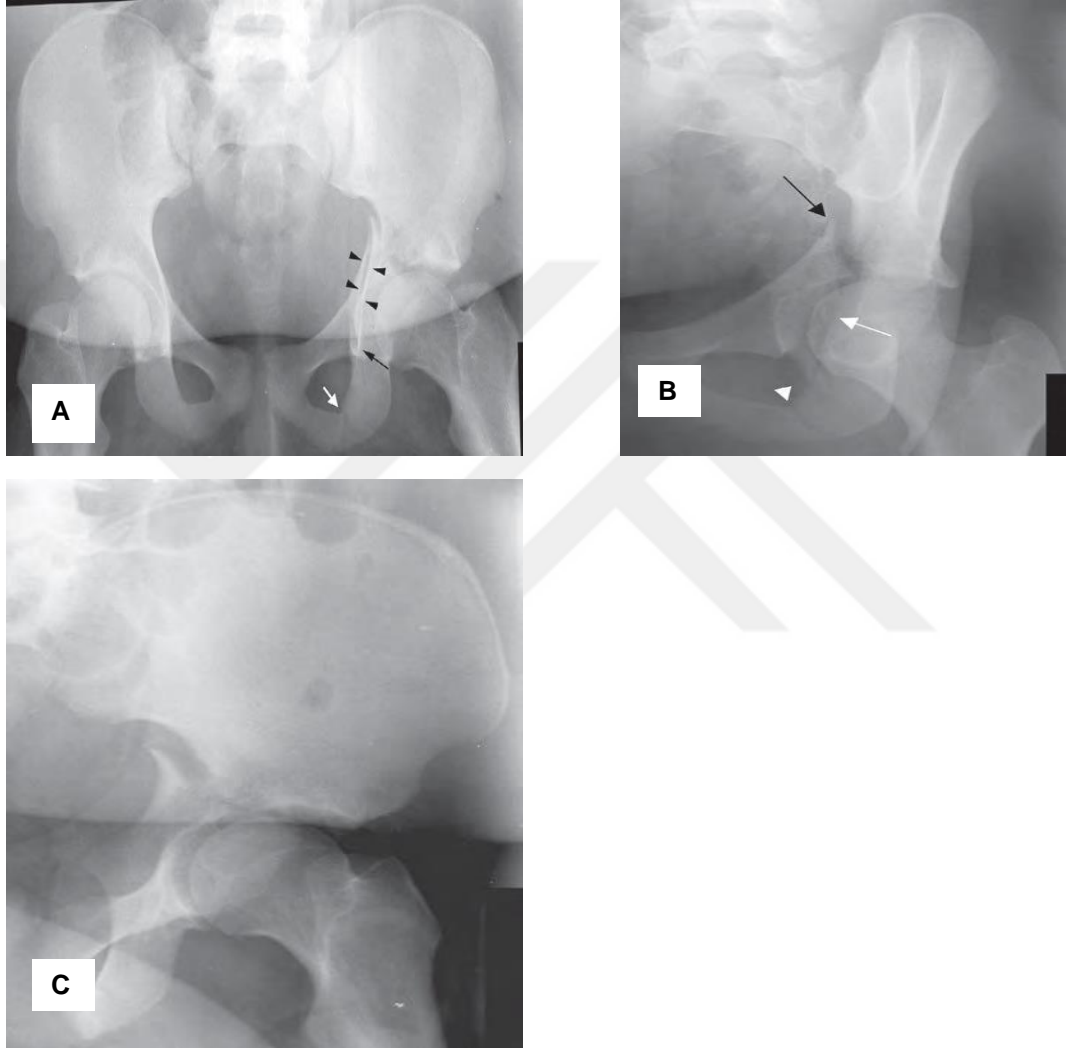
Transvers ve Posterior Duvar Kırık Radyografisi A; AP Grafi B; Obturator Oblik Grafi C; İliak Oblik Grafi D; BT Görüntüsü.
